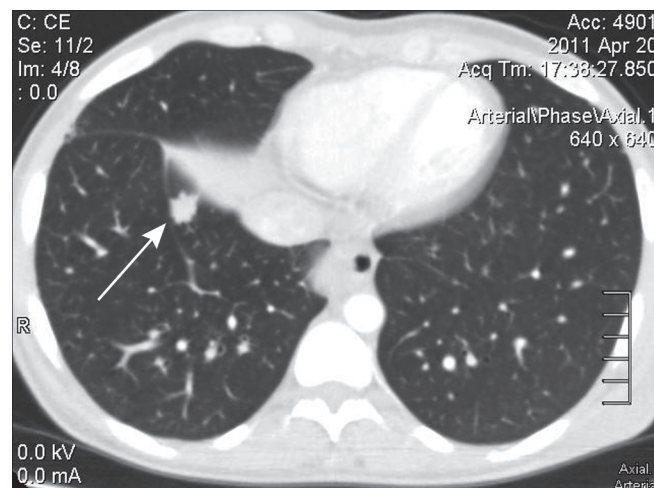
Мультиспиральная компьютерная томограмма органов грудной клетки больной К.
